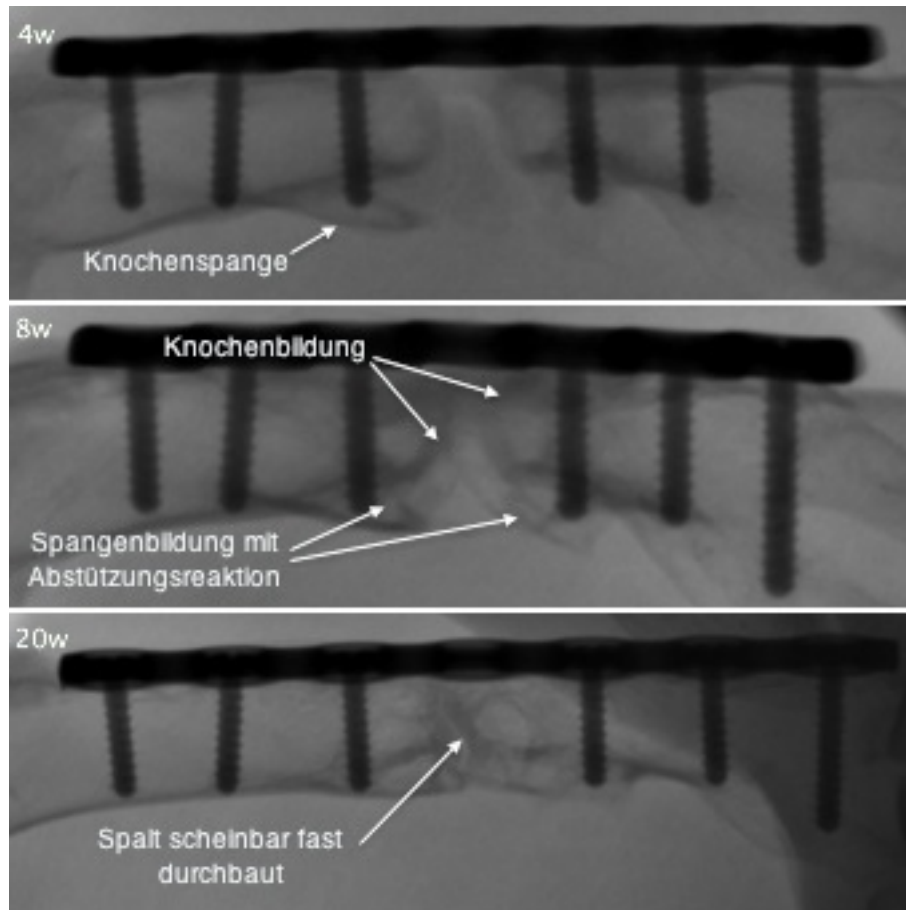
Projektionsradiographisches Röntgen, unbesiedeltes Implantat, Wachstumsverlauf, rechts proximal: Nach 4 Wochen (oben) ist noch kein Knochen in den Osteotomiespalt eingewachsen, jedoch kann man die Spangenbildung von distal beobachten, 8 Wochen postoperativ (mitte) findet sich Knochen und nach 20 Wochen (unten) scheint es, als wäre der Spalt fast durchbaut (rechts proximal). Hier erkennt man auch die schwierige Einstellung der korrekten Ebene
